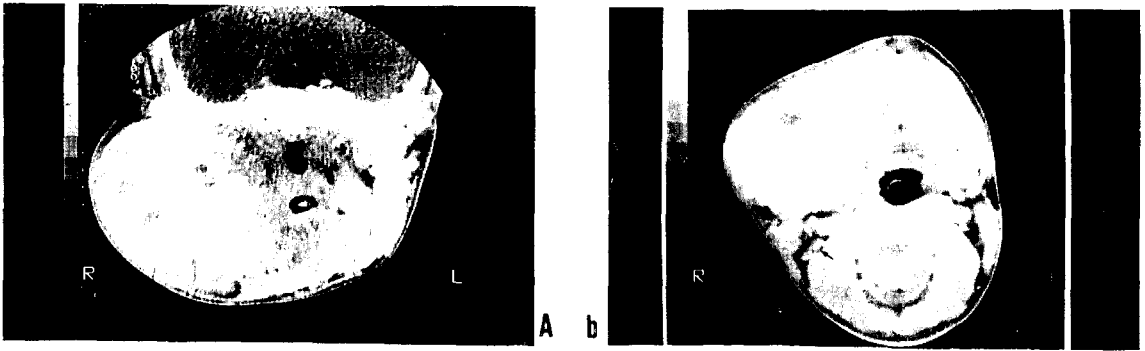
Facial computed tomograms showed a huge soft tissue mass with its bony destruction and formation at the right mandible and condyle, and sunburst appearance of bone formation and interspersed bony spiculations. Also enlargement of right spinal accessory chains (arrow) are noted.
